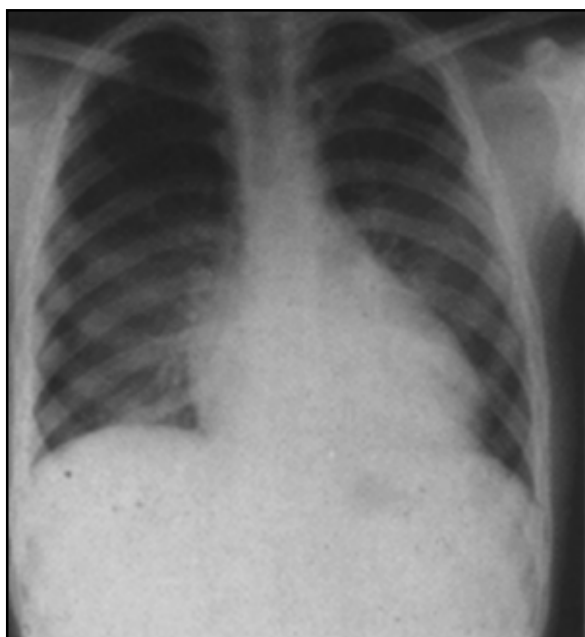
Radiografía de niño con tos ferina que muestra adenopatias bilaterales .
